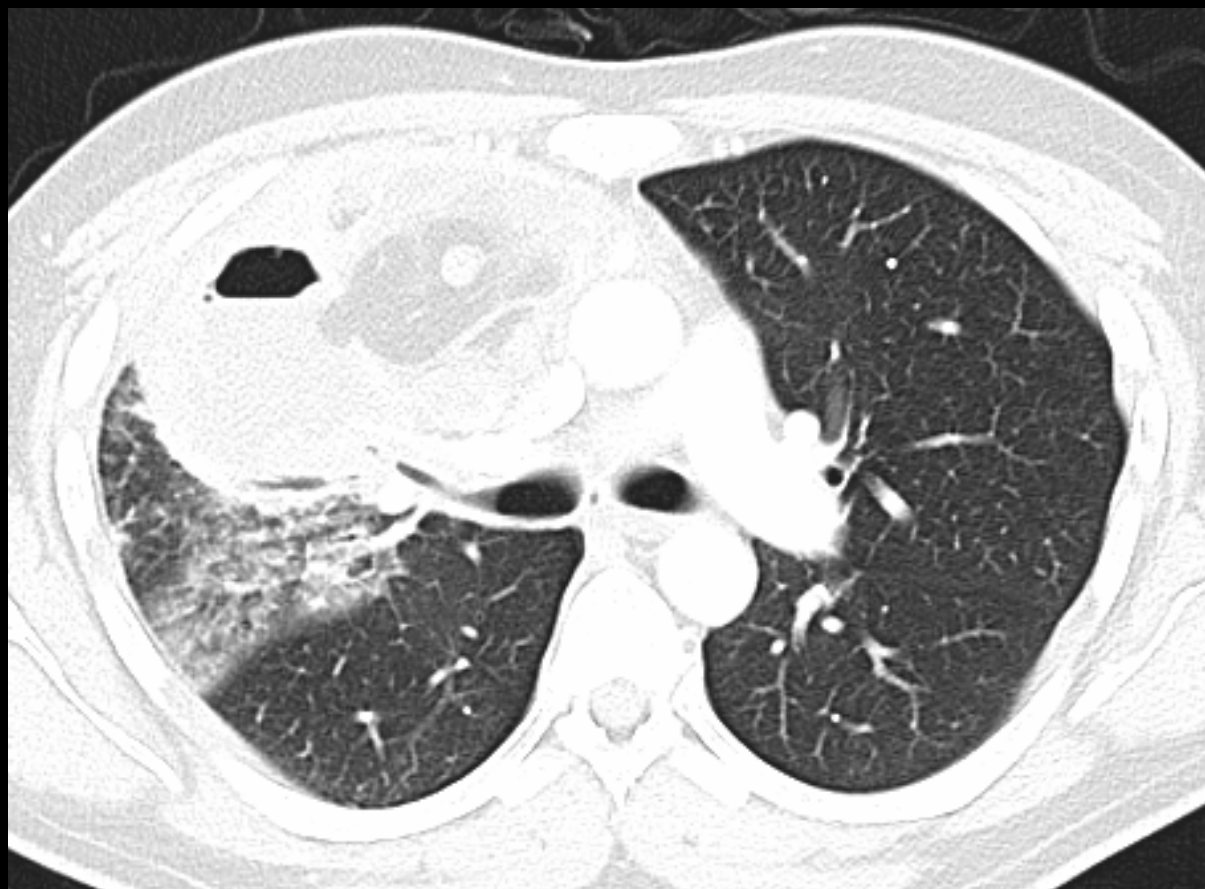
TC de tórax con contraste iv en ventana de pulmón.
